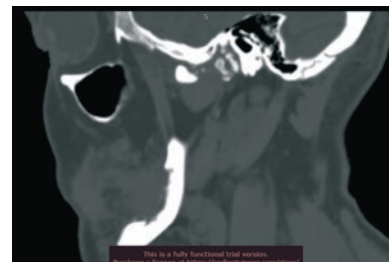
КТ-картина нижней челюсти через 1 месяц после операции
